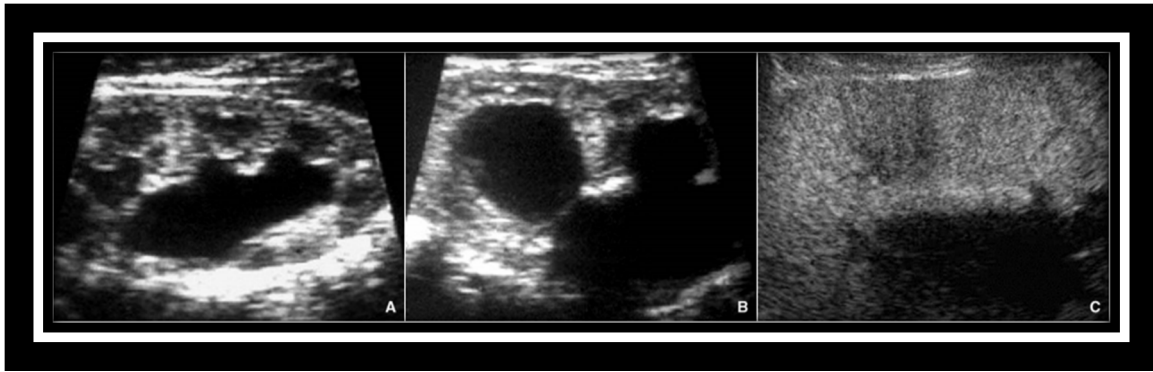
Dilatation pyélo-calicielle et parenchyme rénal en échographie¹⁰⁴
